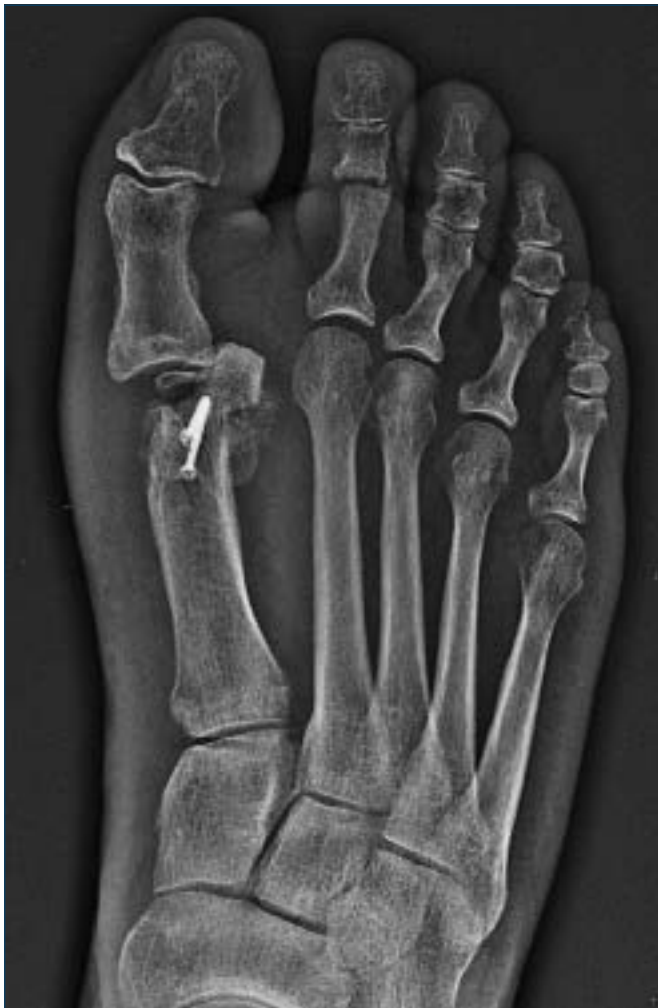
Esiti necrosi massiva della testa di M1 a seguito di osteotomia distale M1 tipo Austin; radiografia a 18 mesi dall'intervento.
